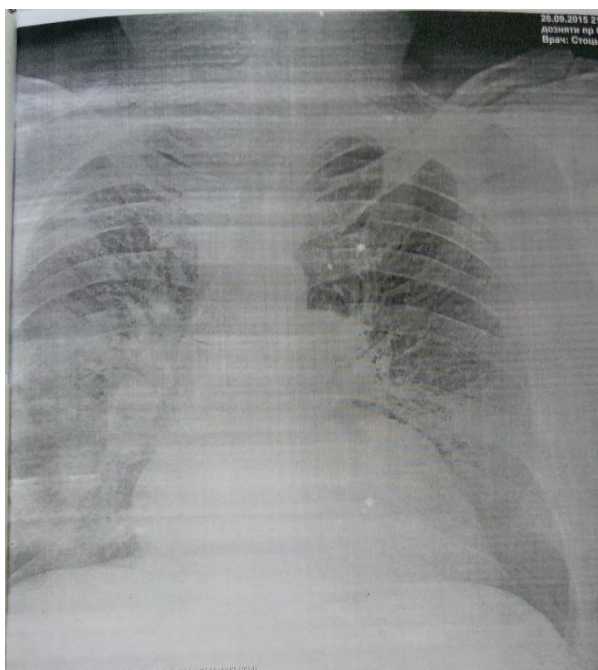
Рентгенограма ОГК хворого П. (28.09.2015)
